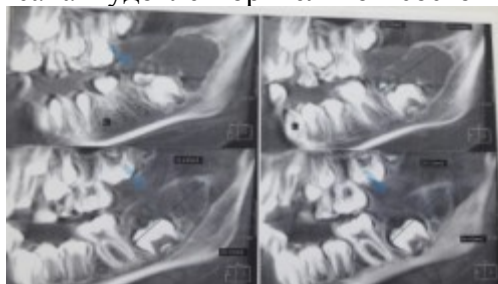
КТ от 30.05.2011 пациента Д.
